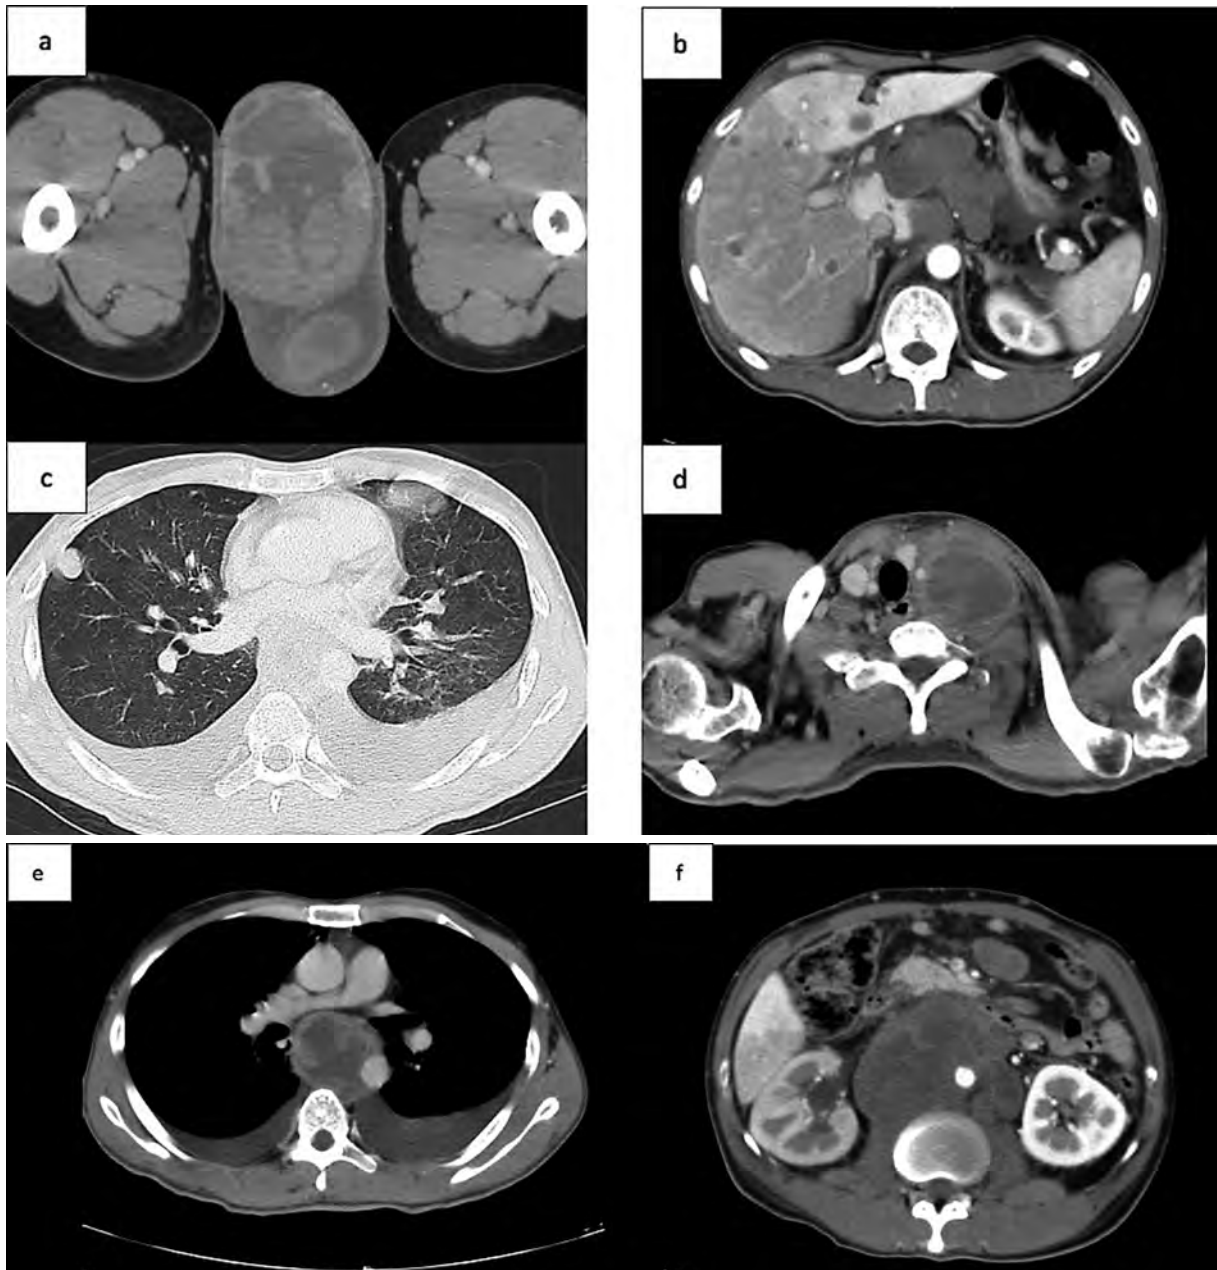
CT at admission showed a right scrotal mass (A), multiple masses in the liver (B) and lung (C), enlarged cervical (D), mediastinal (E) and retroperitoneal lymph node (F).
